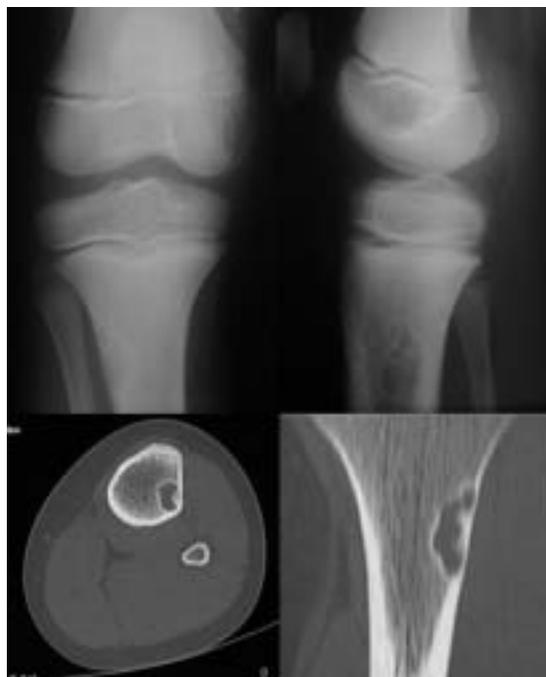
Defeito fibroso cortical. Paciente masculino de nove anos. Achado radiológico de “tumor” na tíbia. A e B) Radiografias em AP e perfil demonstrando lesão lítica lobulada, de contornos definidos e escleróticos, excêntrica, na região metadiáfisária proximal da tíbia. C e D) Cortes axial e reconstrução coronal de TC mostrando com mais detalhes a lesão centrada na cortical, estendendo-se para a medular, porém com bordos escleróticos, sem extensão para partes moles.
